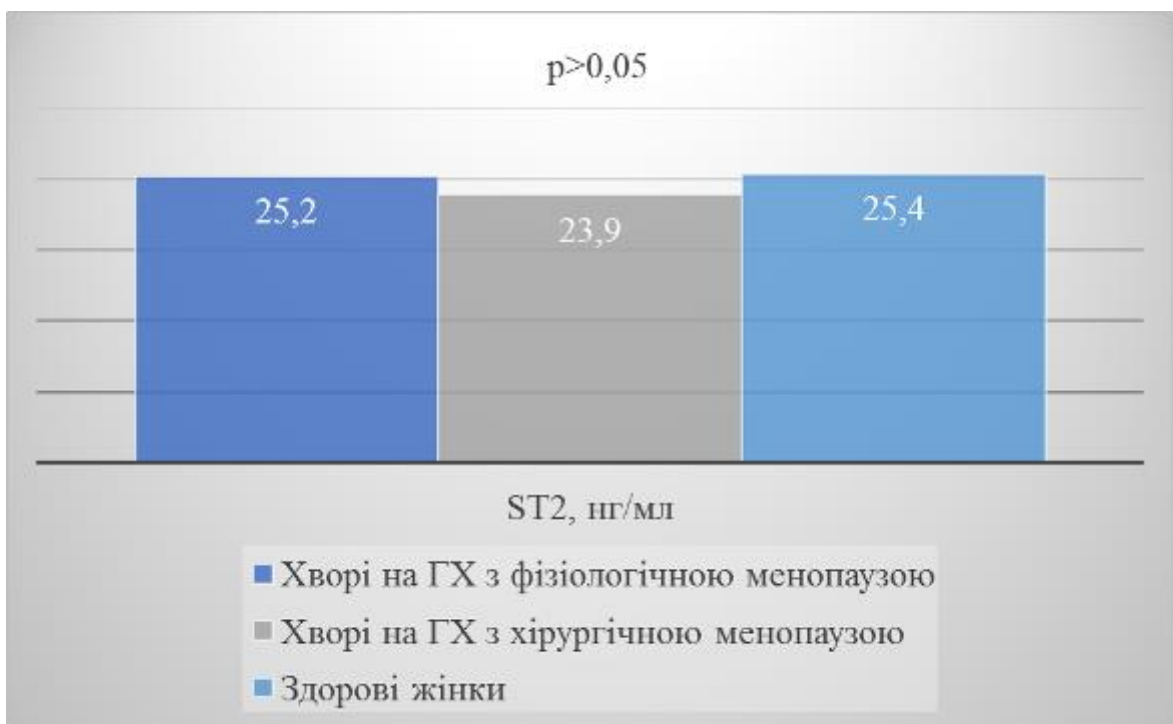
Плазмова концентрація розчинного ST2 (нг/мл) у пацієток з ГХ і різними типами менопаузи та практично здорових жінок в стані фізіологічної постменопаузи
